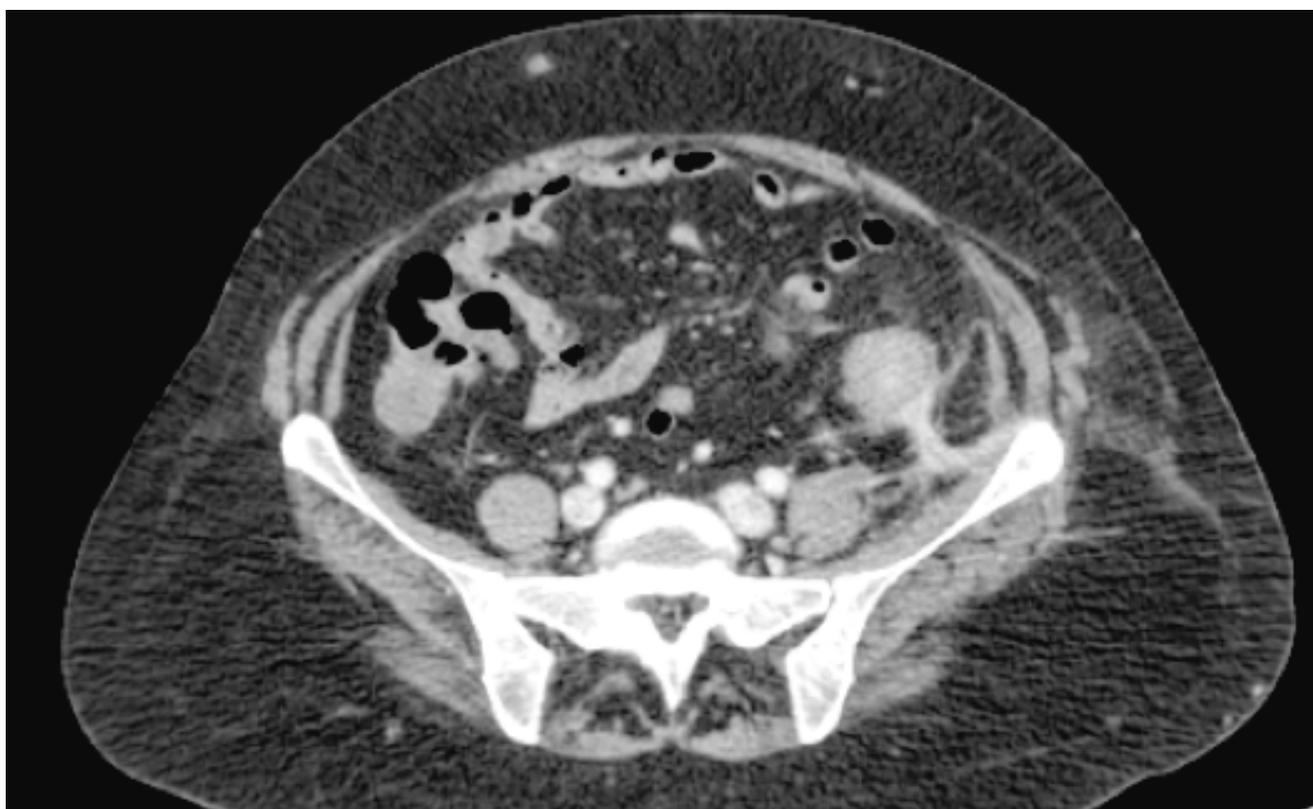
TAC Caso 1, nódulo en TCS que contacta con plano muscular.
